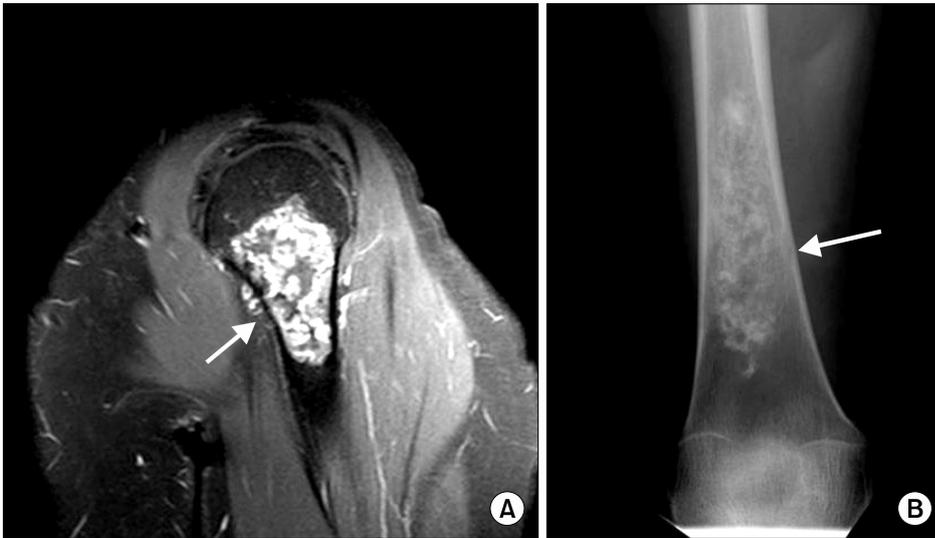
Representative MRI scan (A) and plain radiograph (B) of an endosteal erosion.
